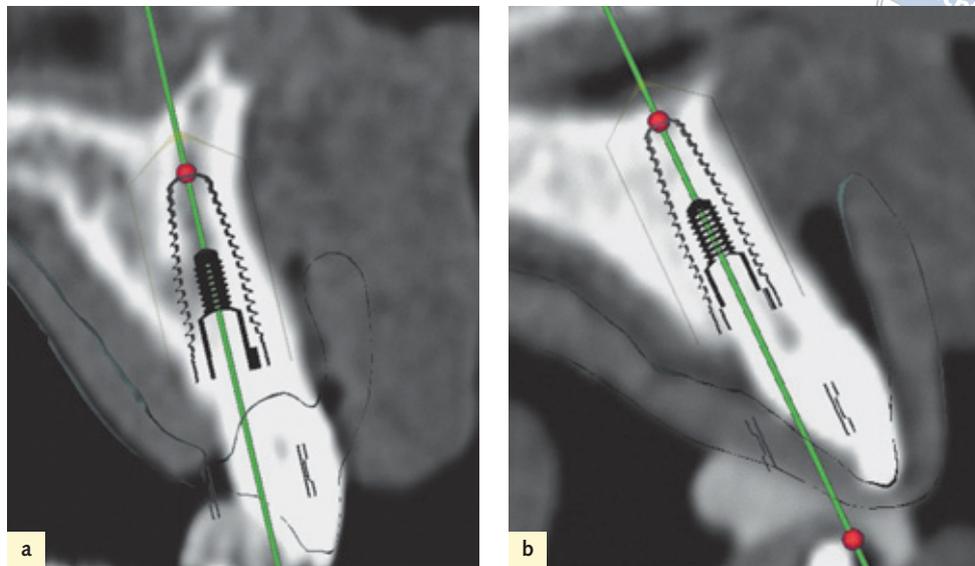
Geplantes Implantat in Extraktionsalveole. Mit der zweiteiligen Röntgenschablone lässt sich der Verlauf der Gingiva im Verhältnis zum Knochen visualisieren (a). Die einteilige Schablone führt zum Verlust der Information über den bukkalen Gingivaverlauf (b).
